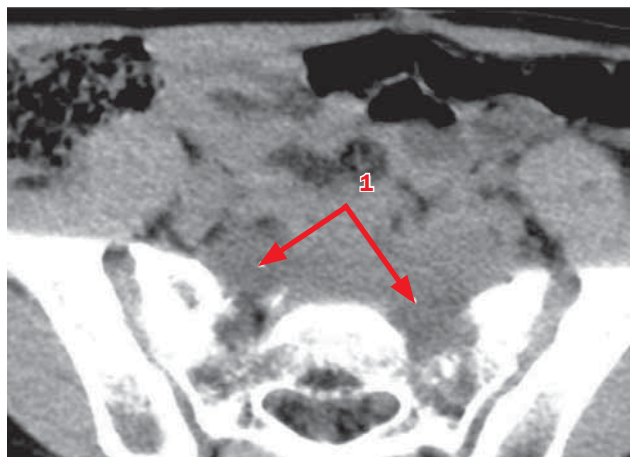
Больной А., 5 лет. Нейробластома крестцово-копчиковой области. МСКТ органов брюшной полости, забрюшинного пространства и малого таза с болюсным контрастированием
